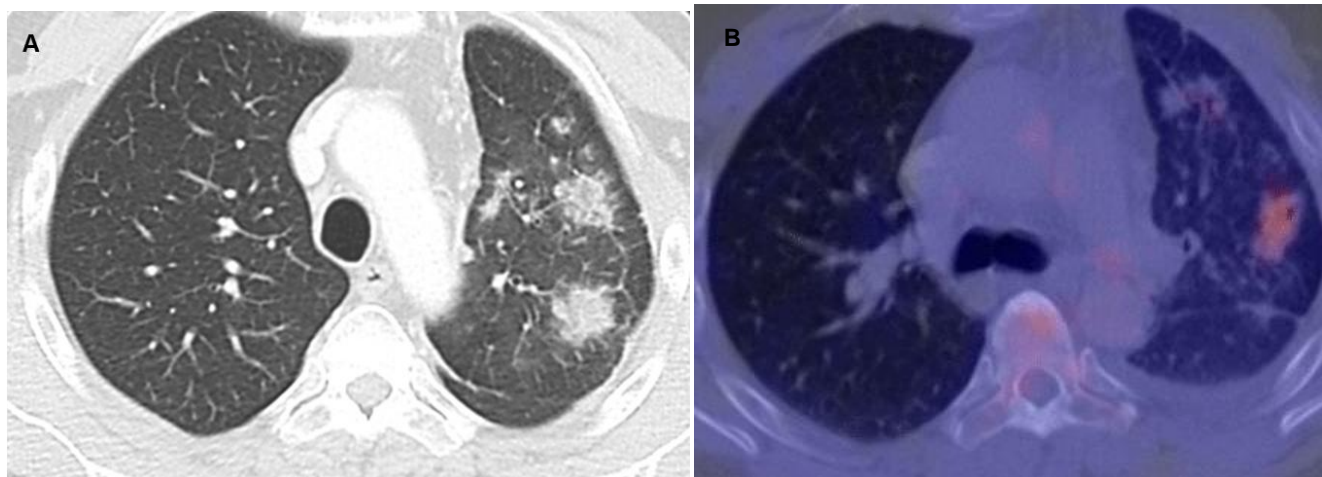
Tomografía por emisión de positrones con tomografía computarizada. (A) Nódulos pulmonares de bordes irregulares en el lóbulo superior izquierdo y engrosamiento de los septos interlobulillares. (B) Nódulos pulmonares hipermetabólicos en el lóbulo superior izquierdo con un SUV máximo de 3 a nivel apicoposterior.
